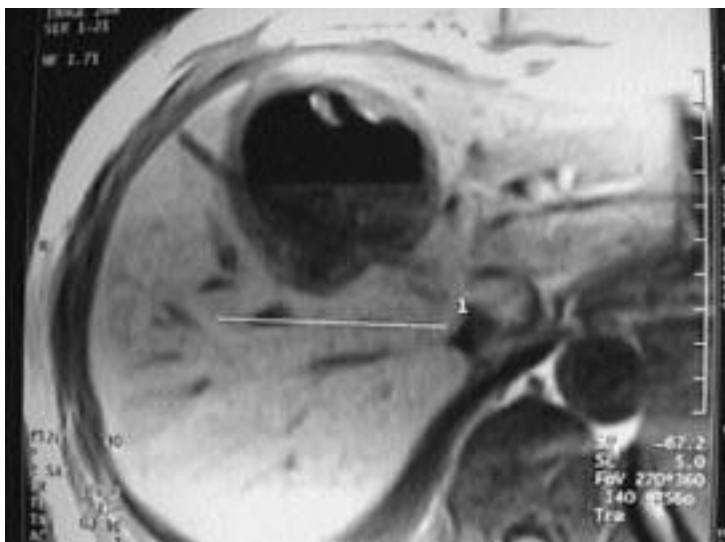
Resonancia nuclear magnética del mismo caso de la Fig. 2.
